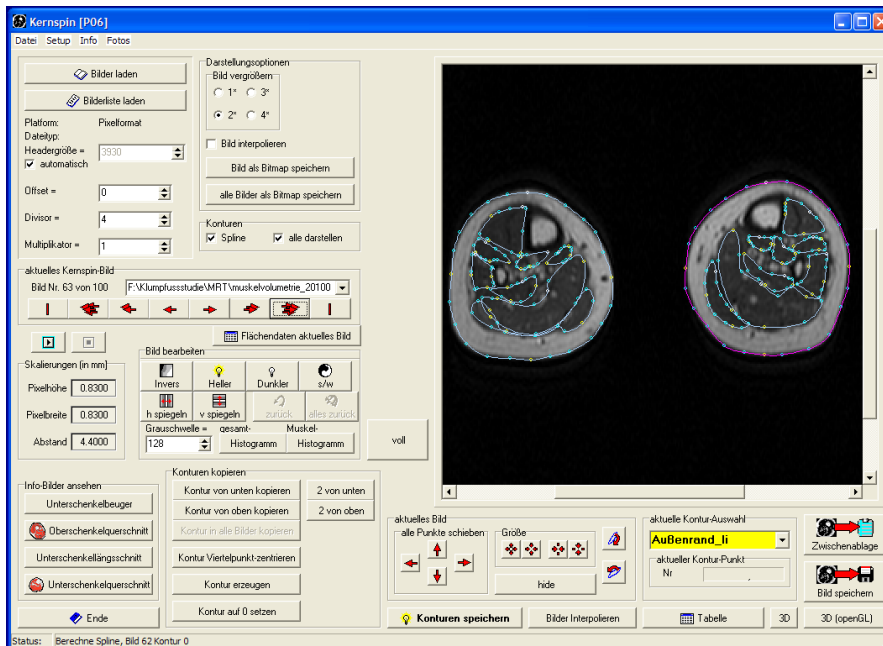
zeigt die Benutzeroberfläche der Software zur Bestimmung der Muskelvolumina. Die Splines sind auf den MRT-Schnittbildern bereits abgebildet, ihre Form und Größe werden durch 24 Punkte definiert. Diese lassen sich manuell positionieren, um den Splines genau an den Muskel anzupassen.
